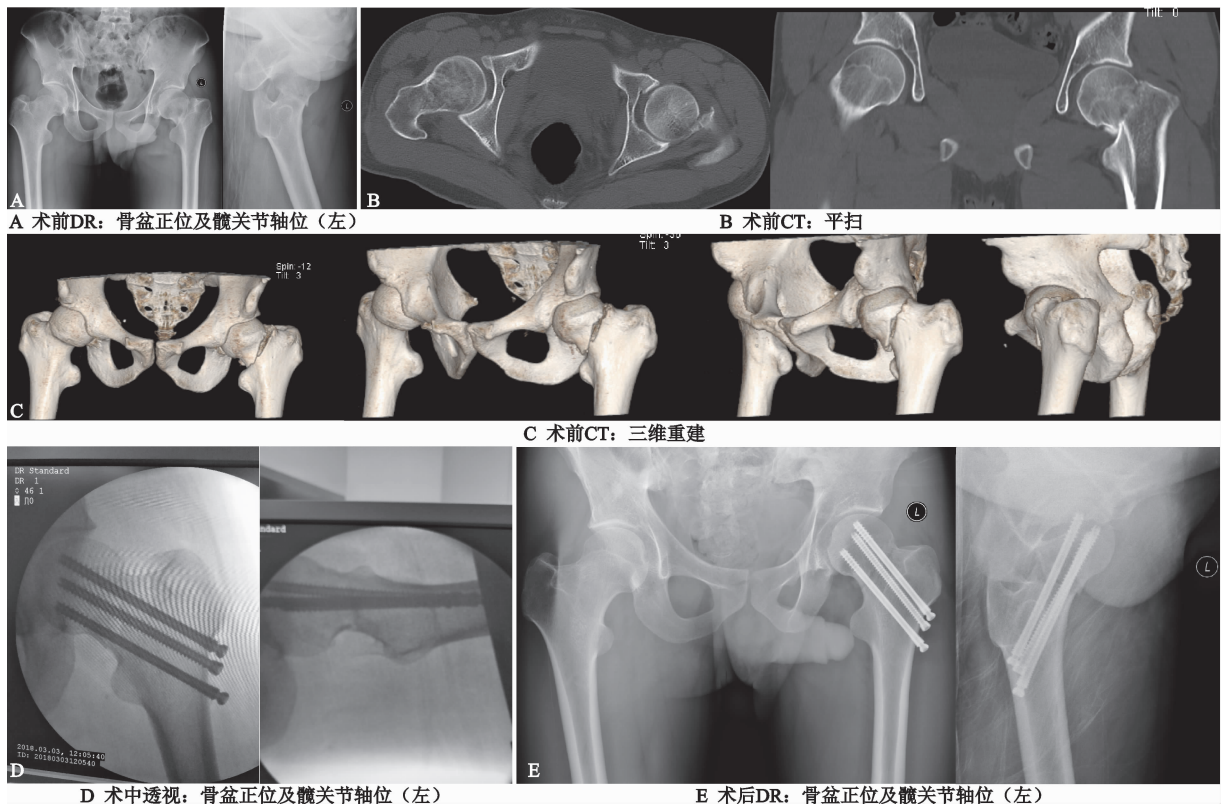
典型病例: A 术前 DR: 骨盆正位及髋关节轴位(左) B 术前 CT: 平扫 C 术前 CT: 三维重建 D 术中透视: 骨盆正位及髋关节轴位(左) E 术后 DR: 骨盆正位及髋关节轴位(左)
